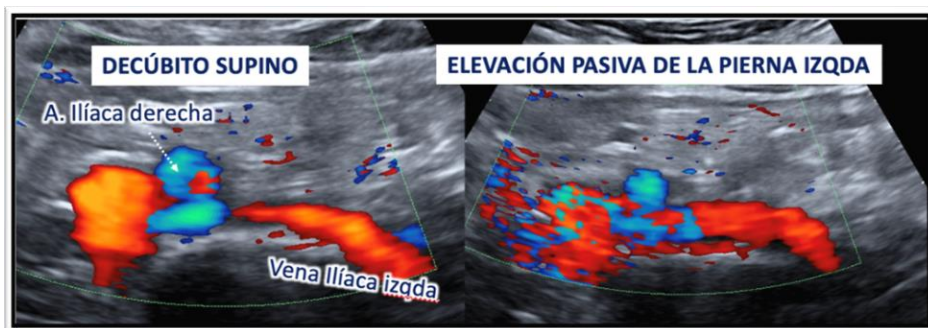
Se aprecia en modo Doppler color el aumento del calibre de la vena iliaca izquierda en el confluente iliocavo, al elevar pasivamente al paciente 45° la pierna izquierda.
